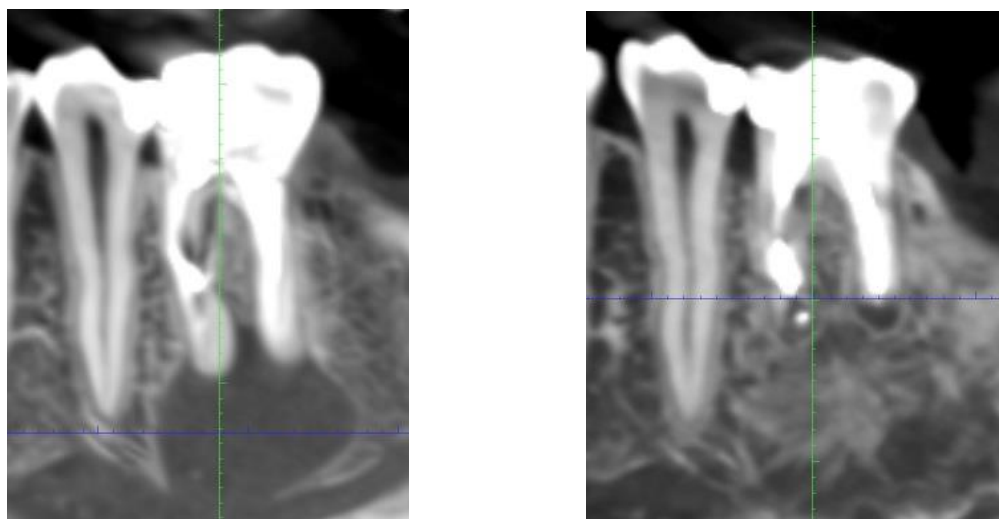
Фрагмент КТ-знімка пацієнта Б., 31 рік, із вогнищами деструкції кісткової тканини альвеолярного відростка нижньої щелепи в ділянці 36 зуба до початку лікування (ліворуч) і після 12 міс. (праворуч). Щільність кісткового регенерату $456 \pm 34,75$ од. НУ
